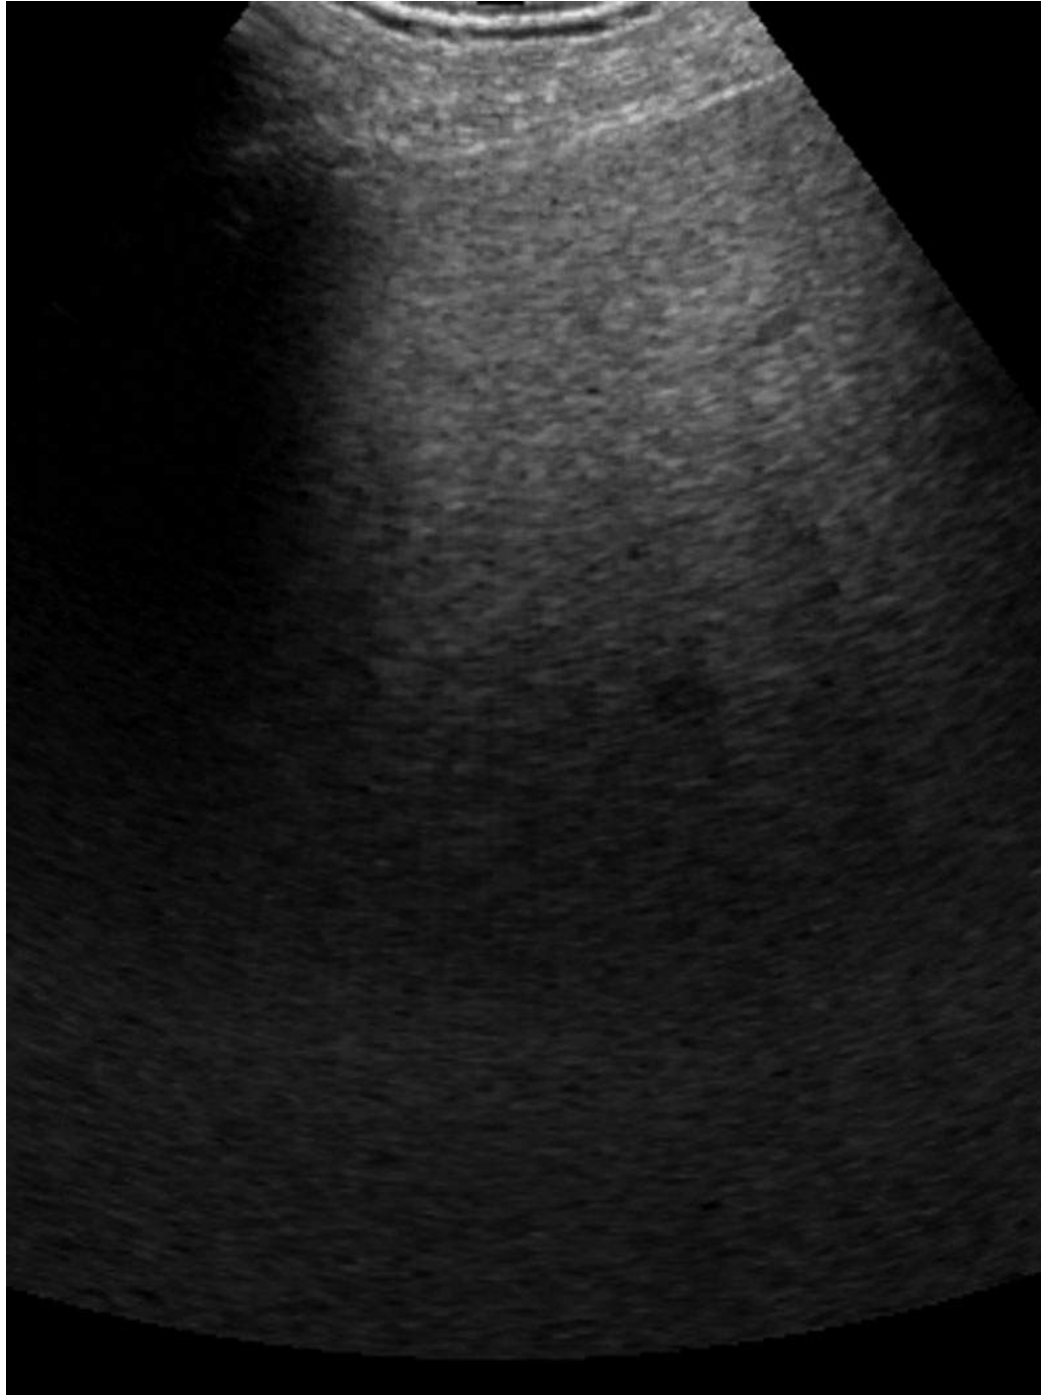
Stéatose hépatique marquée à l'origine d'une atténuation importante du faisceau ultrasonore en profondeur.
